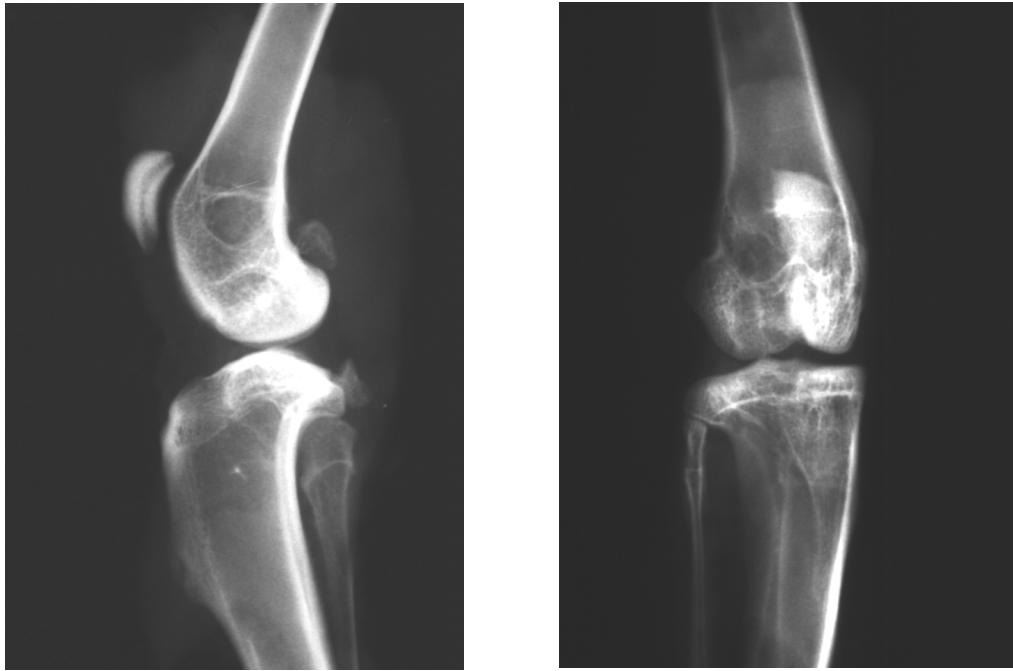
a, b: Röntgenaufnahmen des rechten Kniegelenkes in 2 Ebenen nach 56 Wochen der Kontrollgruppe (ohne Operation). Zeichen einer initialen Arthrose mit subchondraler Sklerosierung medial betont.
